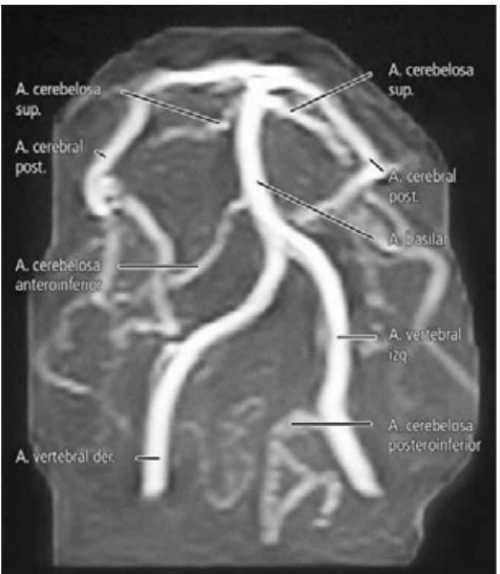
Angiorresonancia de vasos intracraneales. Vista anteroinferior. Sistema vertebrobasilar.
